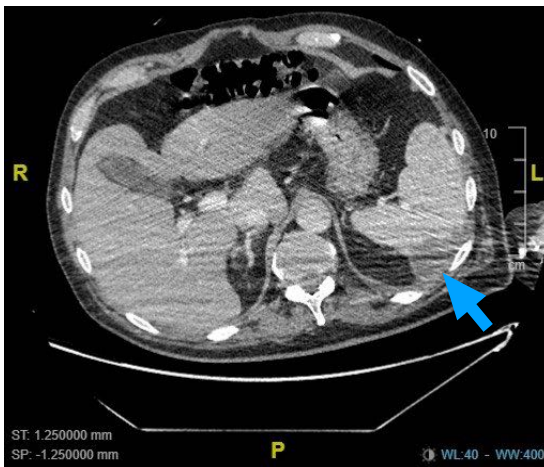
TAC contrastado de abdomen en fase venosa, tomado durante el primer día de hospitalización. La flecha azul indica la imagen sugerente de infarto esplénico.
